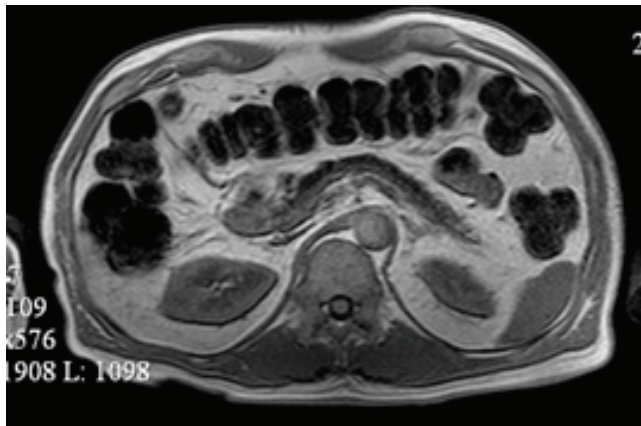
(а,б). Магнитно-резонансные томограммы до (а) и после криоабляции (б) при раке головки поджелудочной железы.
